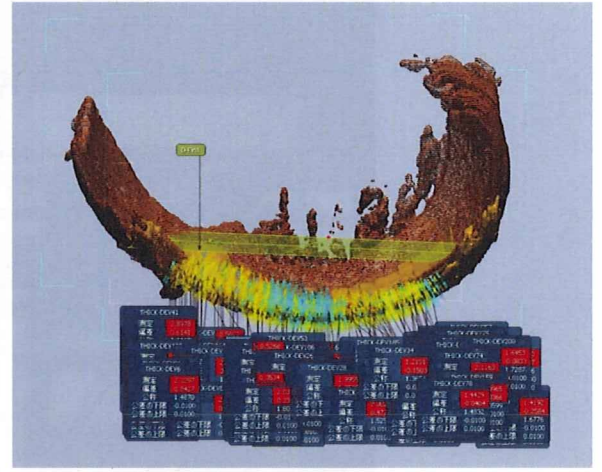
MRI画像より作成した3次元表面形状モデル
